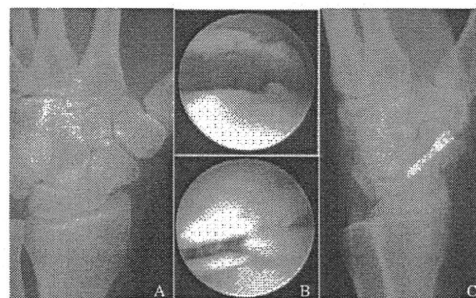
(A) 初診時単純X線像 (B) 転位した骨片 (上図) を整復し, スクリュー固定した (下図) (C) 術後単純X線像
